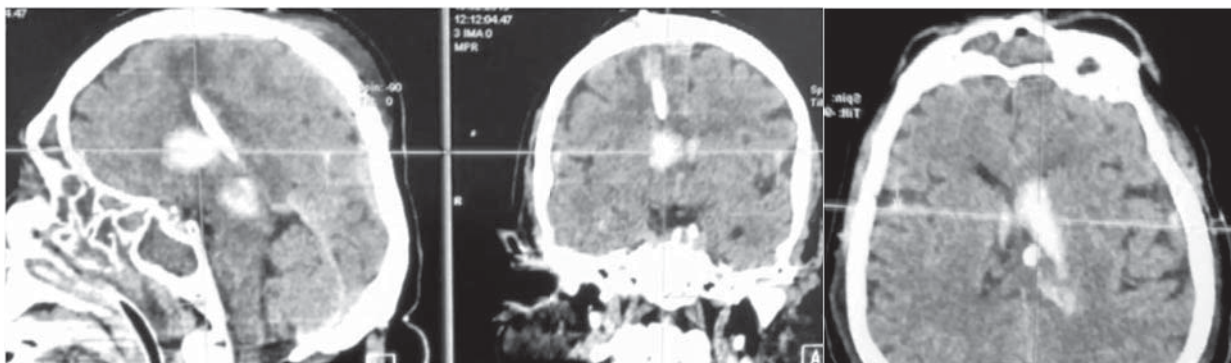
Aspect CT la 3 zile postoperator după drenare ventriculară externă al cornului frontal al VLD.
